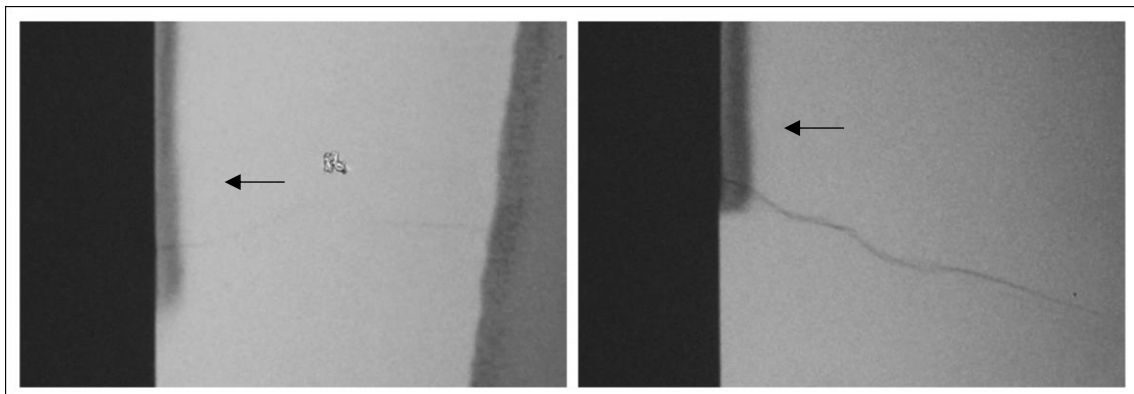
Imagem da lesão de mancha branca em esmalte bovino através da microradiografia. Nota-se a formação da lesão de subsuperfície (seta indicando) ao lado da região controle.
